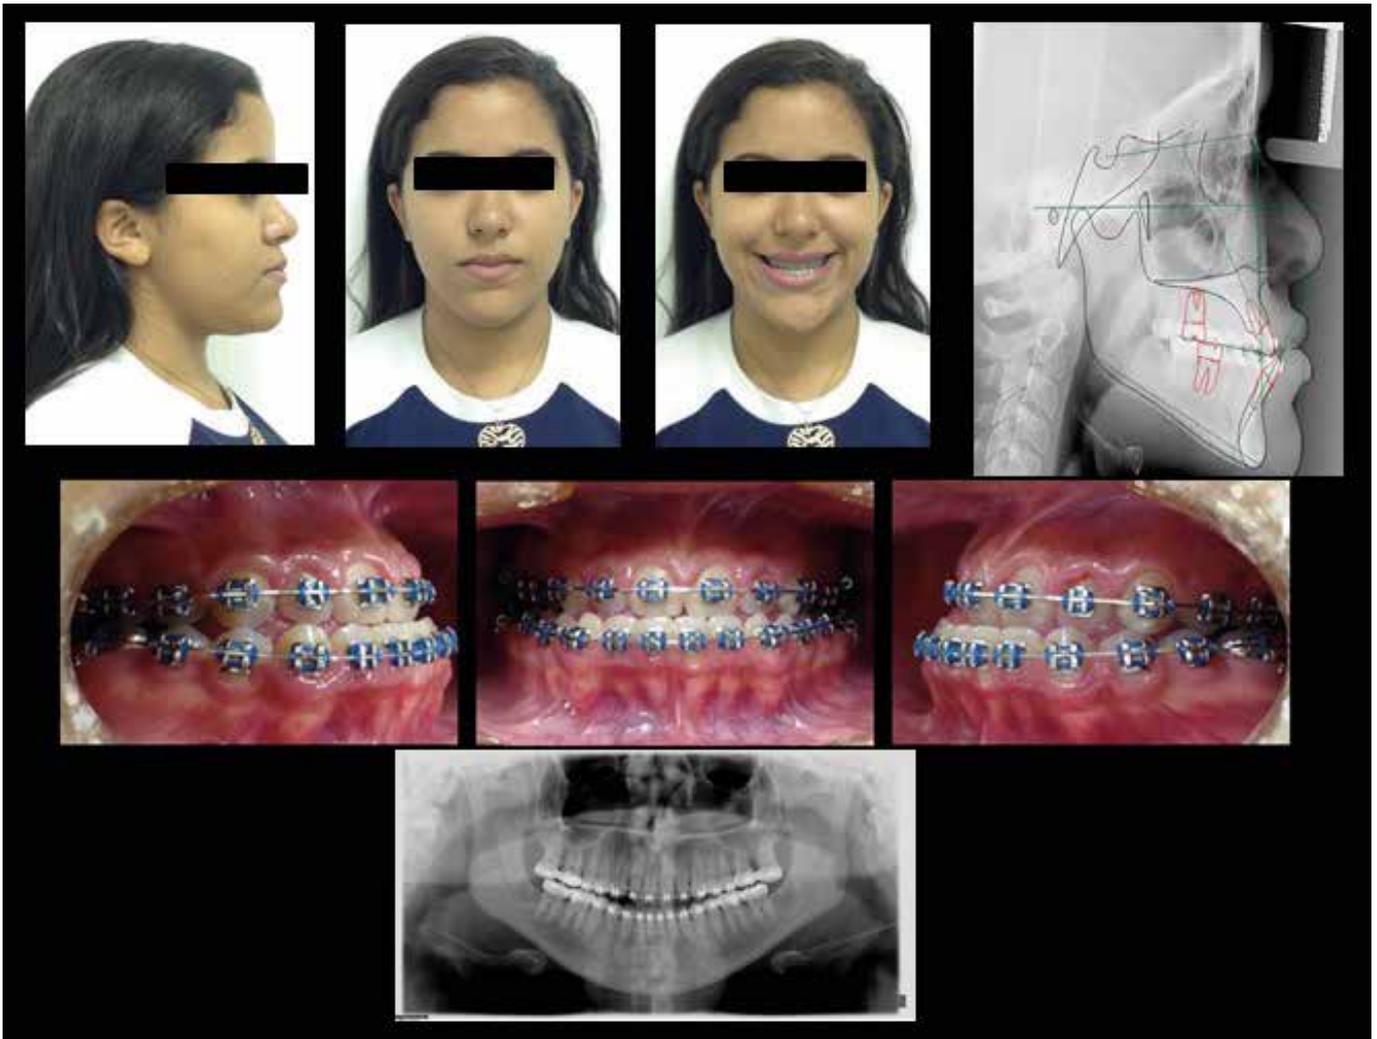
Documentação pré-cirúrgica: fotografias intra e extrabucais, demonstrando a piora da estética facial em consequência do correto posicionamento dentário nas bases ósseas; telerradiografia de perfil com traçado cefalométrico e radiografia panorâmica.
